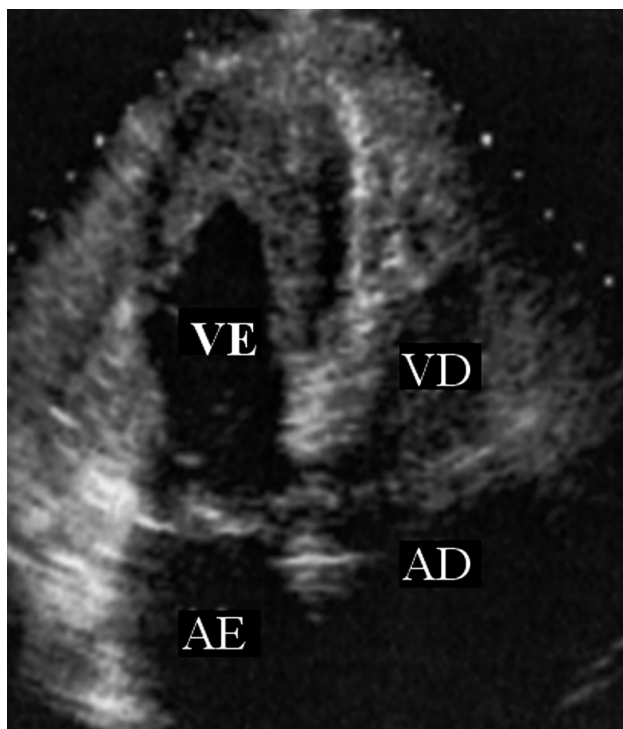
Ecocardiograma bidimensional – posição apical de quatro câmaras – endomiocárdiofibrose com obliteração por trombo fibroso do ápice de ambos os ventrículos. VE = ventrículo esquerdo; VD = ventrículo direito; AE = átrio esquerdo; AD = átrio direito.
